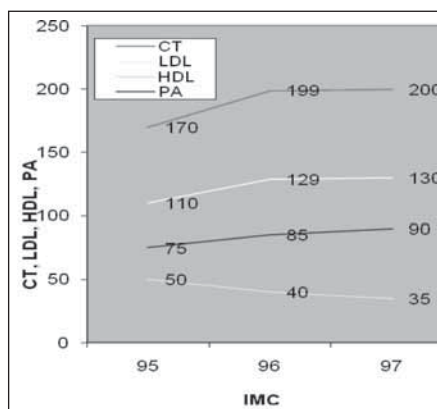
Corelații între PA, IMC, CT, HDL, LDL
